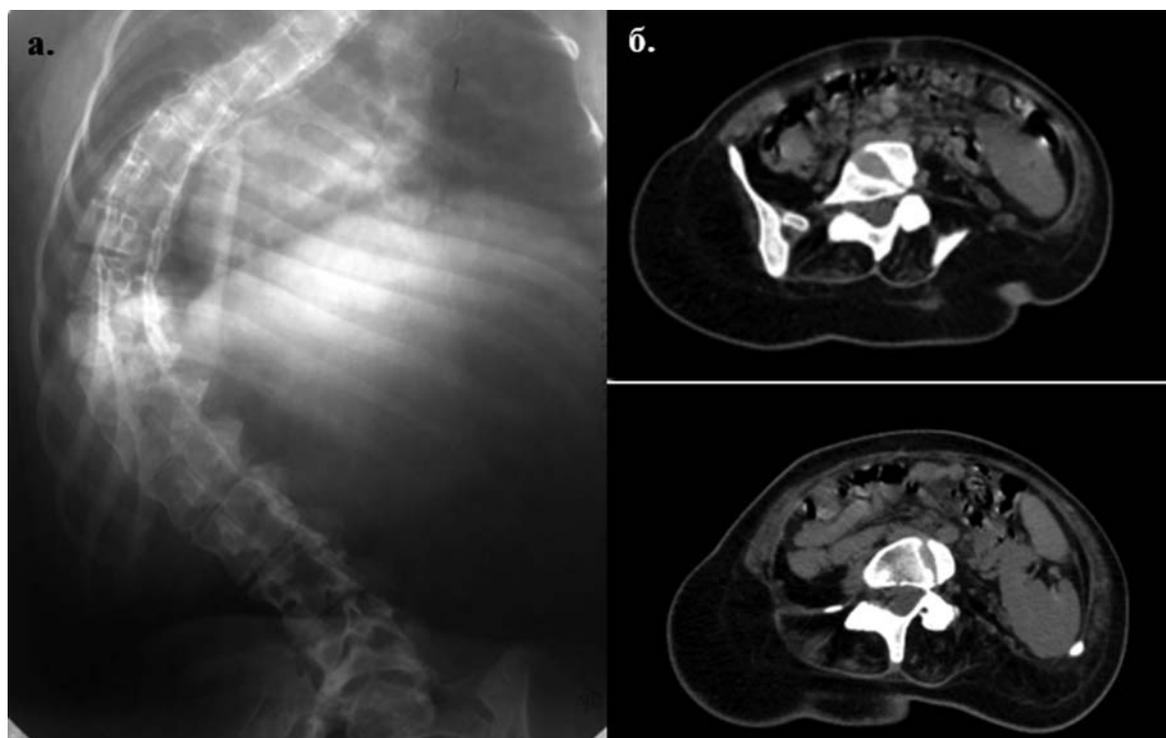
Рентгеновское изображения позвоночника пациентки Ф. (а) и КТ срезы на уровне L3-L4 позвонков (б).
